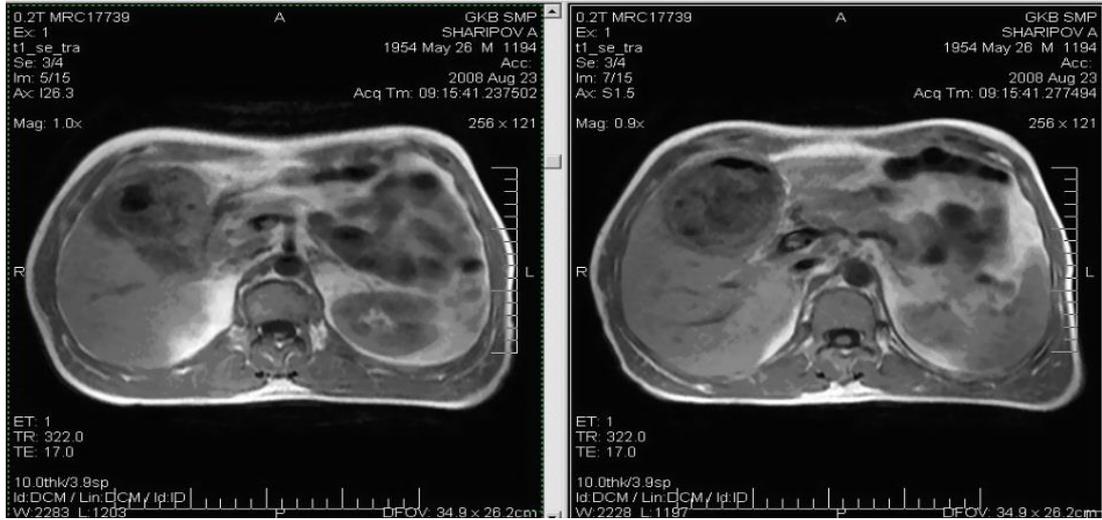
МРТ. Эхинококкоз правой доли печени. Гипоинтенсивный сигнал от хитиновой оболочки, перегородчатых структур, двухслойность капсулы
